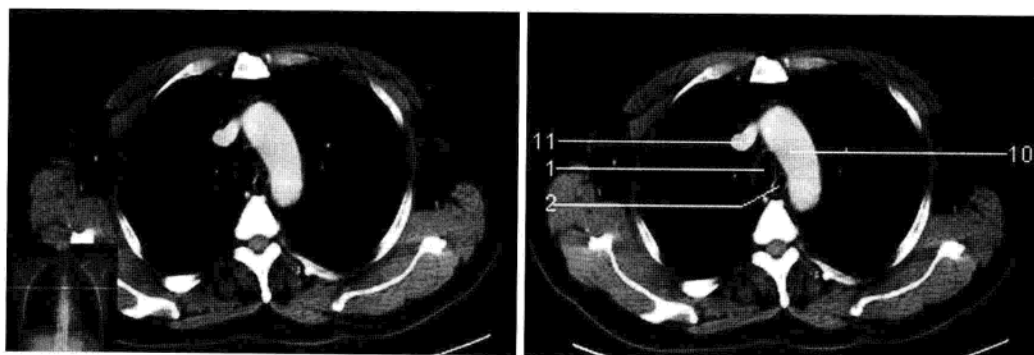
主动脉弓层面 (增强 CT 图像)
